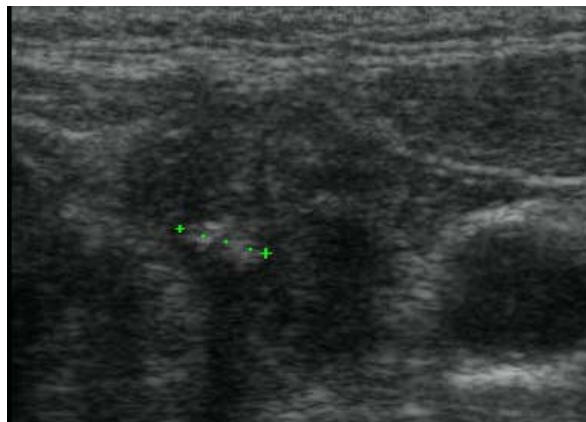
Ultrasonido que muestra calcificación a nivel del tendón
